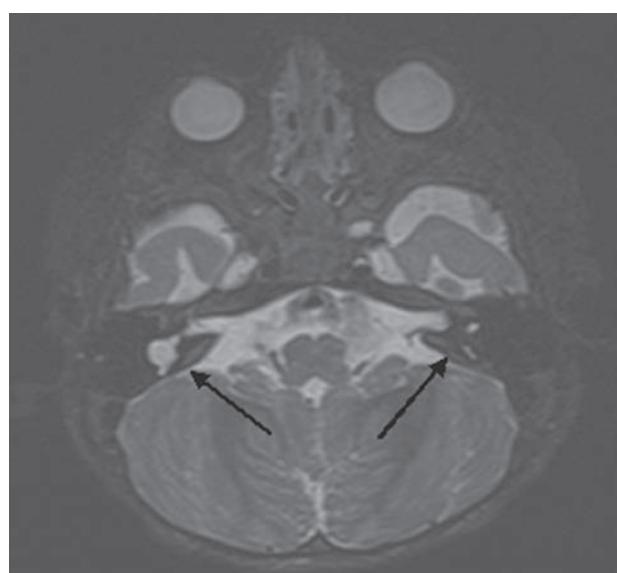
МРТ-обследование ребенка Т.
